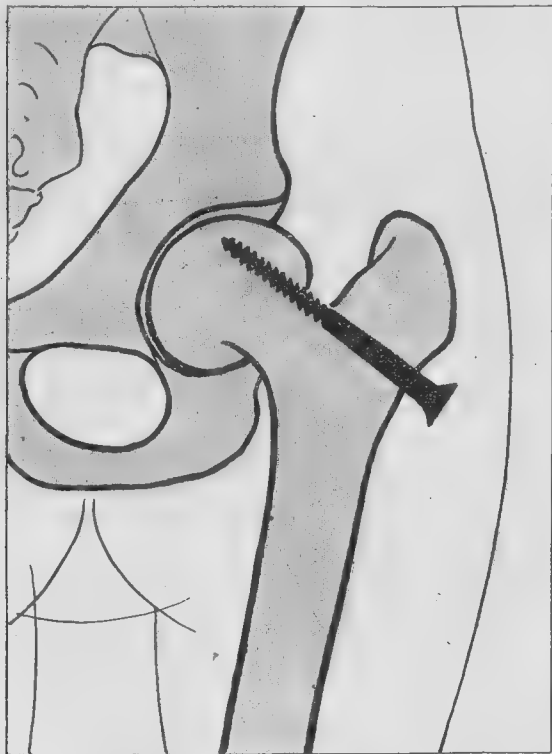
Vissage du fémur; radiographie deux mois après l'opération.
